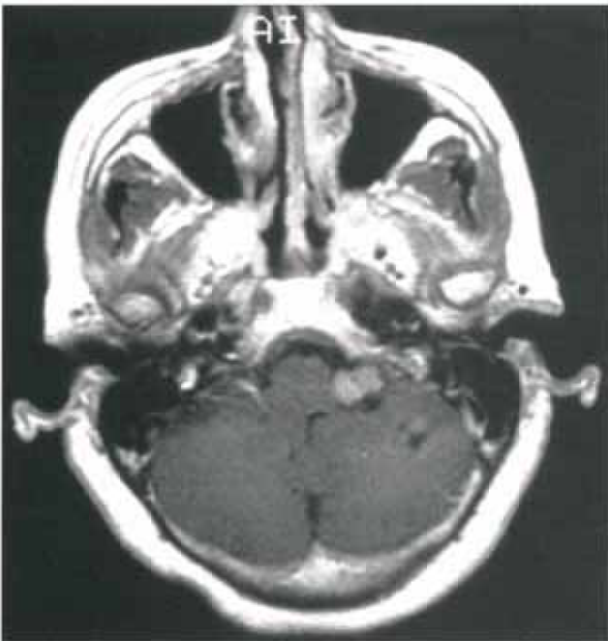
Gd-DTPA contrast-enhanced axial T1-weighted image. The tumor shows homogeneous enhancement. Ventricular system is normal in size.
